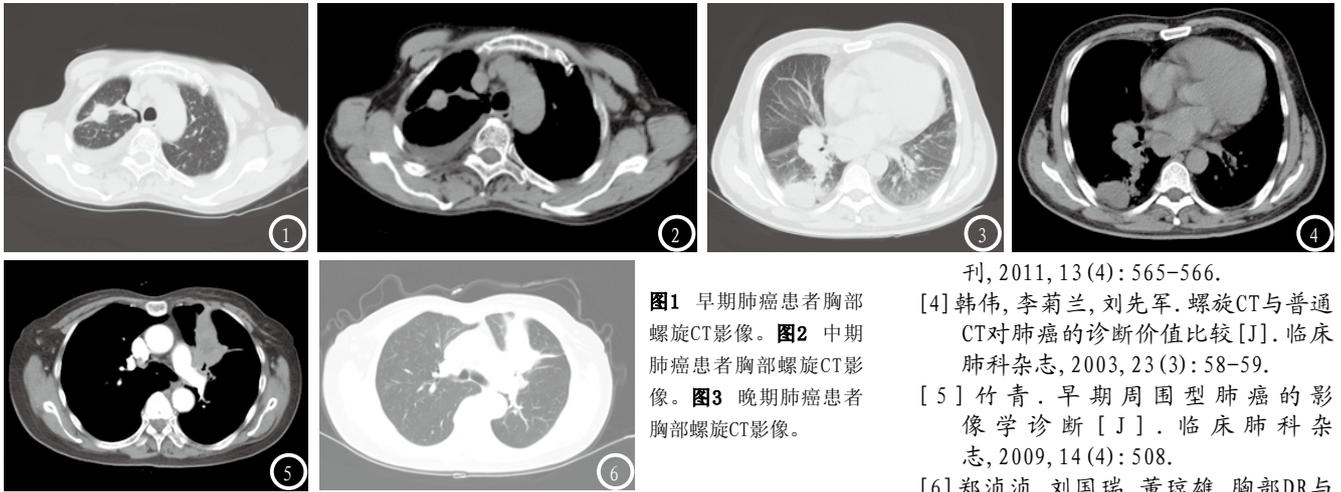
早期肺癌患者胸部螺旋CT影像。图2 中期肺癌患者胸部螺旋CT影像。图3 晚期肺癌患者胸部螺旋CT影像。
